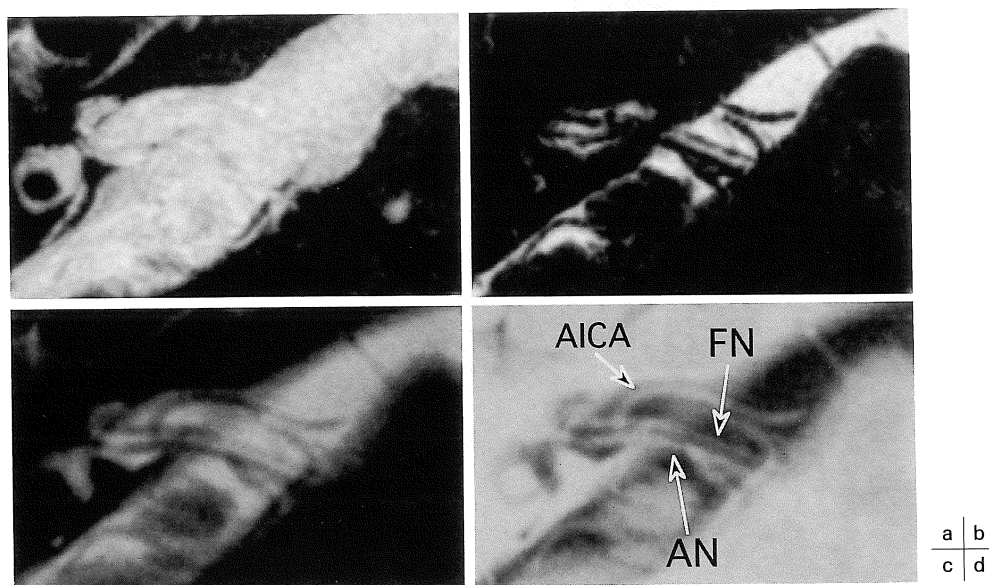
Comparison of MIP, Min IP, and addition in a 58-year-old man with right tinnitus and suspected dilatation of right internal auditory canal on brain CT
